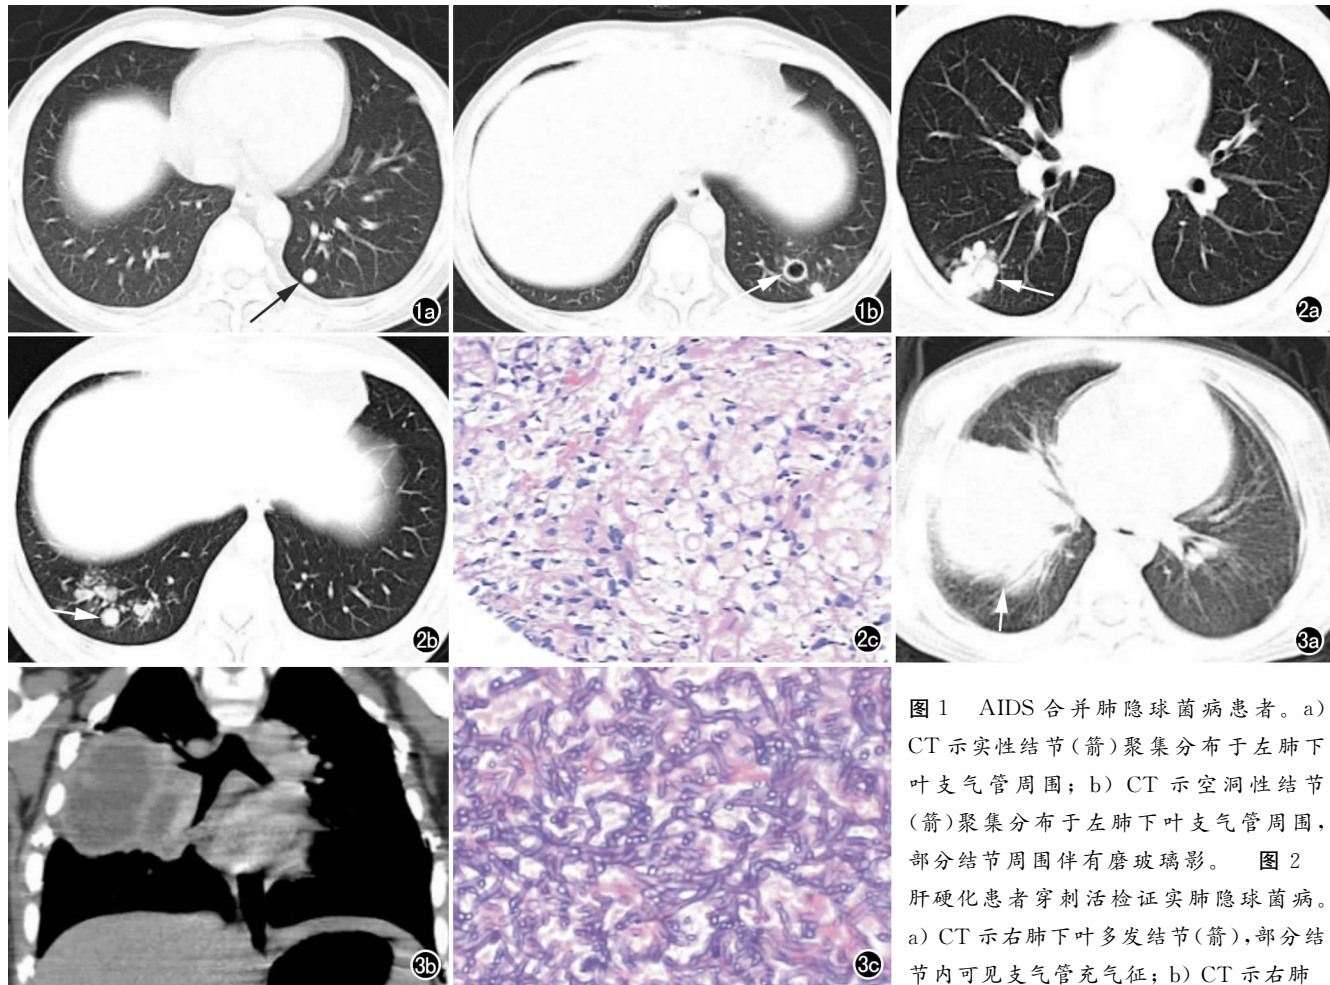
AIDS 合并肺隐球菌病患者。a) CT 示实性结节 (箭) 聚集分布于左肺下叶支气管周围; b) CT 示空洞性结节 (箭) 聚集分布于左肺下叶支气管周围, 部分结节周围伴有磨玻璃影。图 2 肝硬化患者穿刺活检证实肺隐球菌病。a) CT 示右肺下叶多发结节 (箭), 部分结节内可见支气管充气征; b) CT 示右肺
